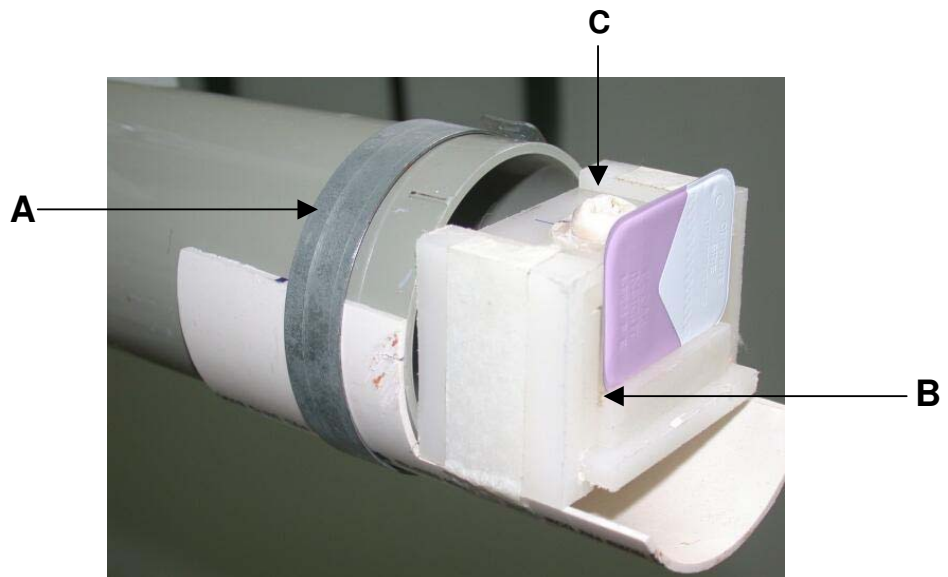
Suporte para manutenção dos dentes no momento da radiografia (A – abraçadeira, B – canaleta, C – dente em posição)
